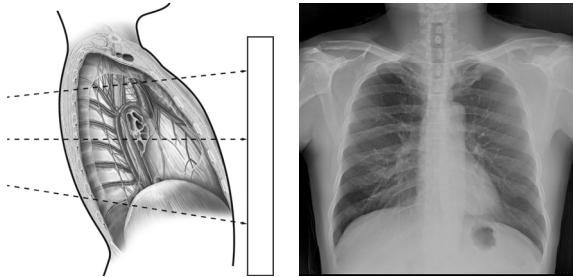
Poor positioning SCPA X-ray image (superior midcoronal plane tilted posteriorly)
